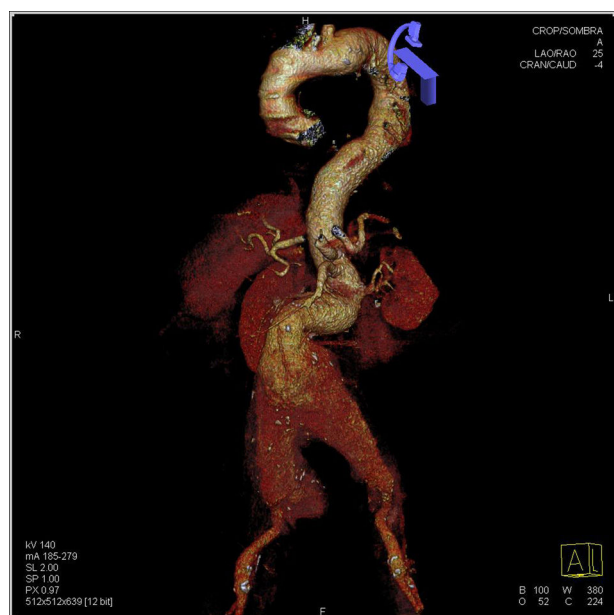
Reconstrucción *rendering* de una angio-TAC, donde se observa elongación de aorta torácica y abdominal, y aneurisma de aorta abdominal yuxtarenal roto, que se extiende hasta las arterias ilíacas.
